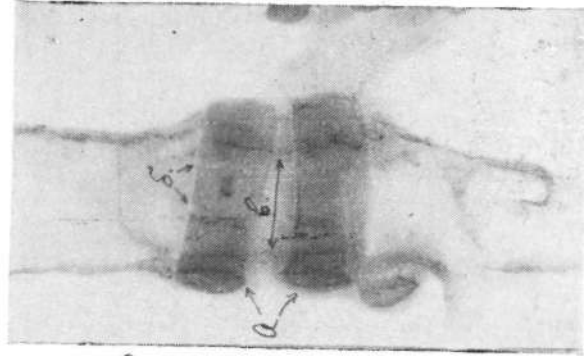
Опыт № 168. Рентгенограмма трахеи через 15 дней после операции: *a* — костные кольца из ребер, *б* — щели между отдельными костными фрагментами, *в* — просвет трахеи в области трансплантата.
